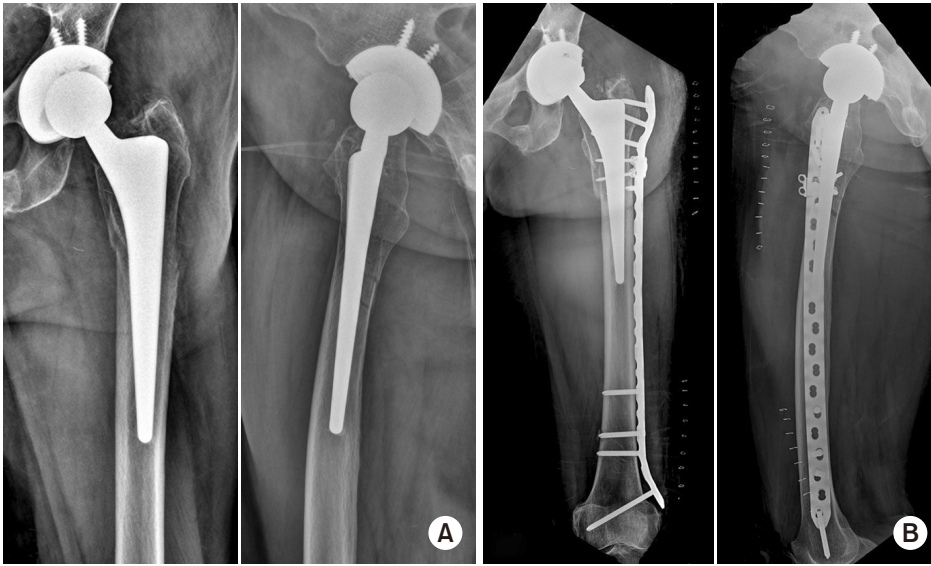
(A) Preoperative radiographs of the femur show a minimally displaced Vancouver type-B fracture. (B) Indirect reduction with plate osteosynthesis (relative stability) was used for the fixation.
